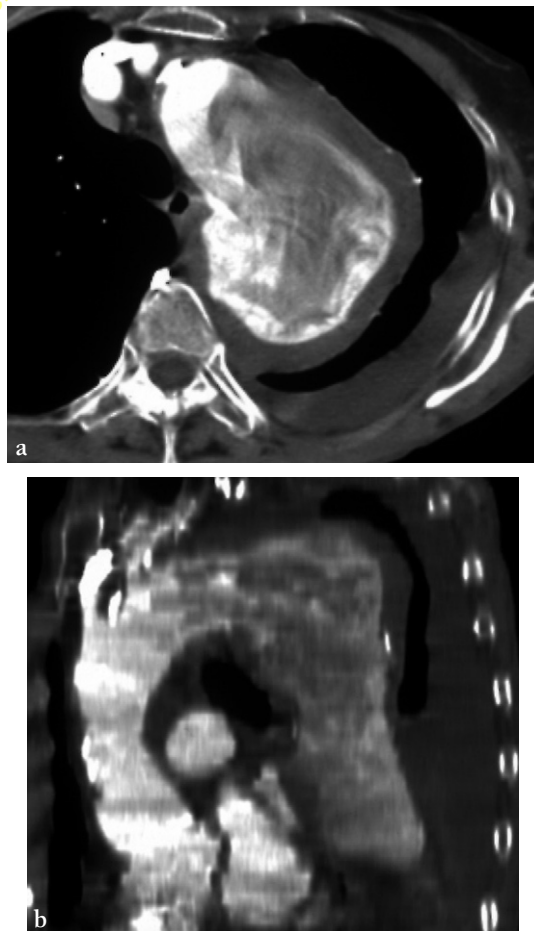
Anévrisme de l'aorte thoracique rompu. a. Coupe TDM axiale montrant un anévrisme fusiforme de l'aorte horizontale et de l'aorte descendante. Noter le caillottage au sein de l'anévrisme du fait de l'état de choc, l'hémomédiastin et l'hémothorax gauche. b. L'image en MPR sagittal oblique montre bien la morphologie de l'anévrisme et ses complications.
